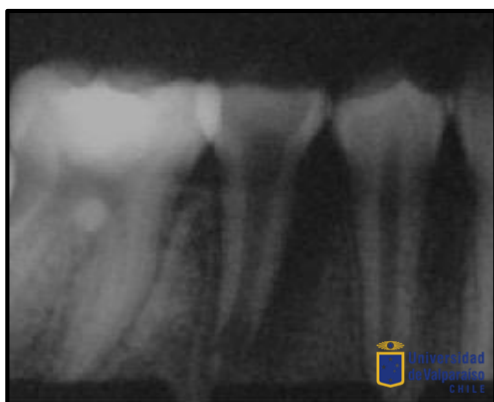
Radiografía preoperatoria (22/12/15) donde se observa apice inmaduro y lesión apical.
